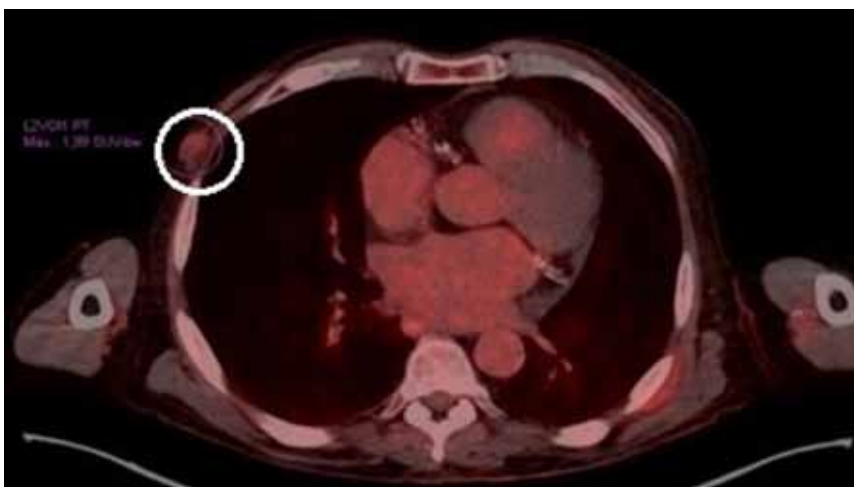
PET-TC corte axial que muestra nódulo hipermetabólico en unión de cuadrantes externos de mama derecha del cual no se puede descartar malignidad.
